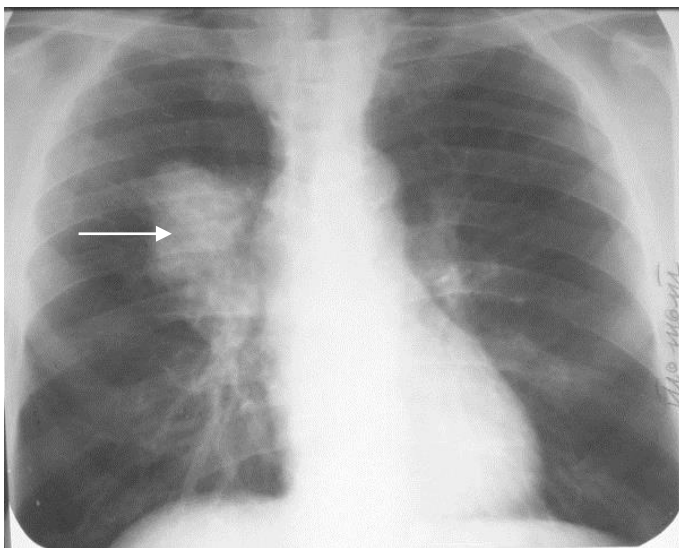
Обзорная рентгенограмма грудной клетки в прямой проекции. В прикорневой зоне правого легкого определяется ограниченное затемнение с неровными, не совсем четкими контурами с лучистостью (стрелка). Центральный экзобронхиальный рак правого легкого
